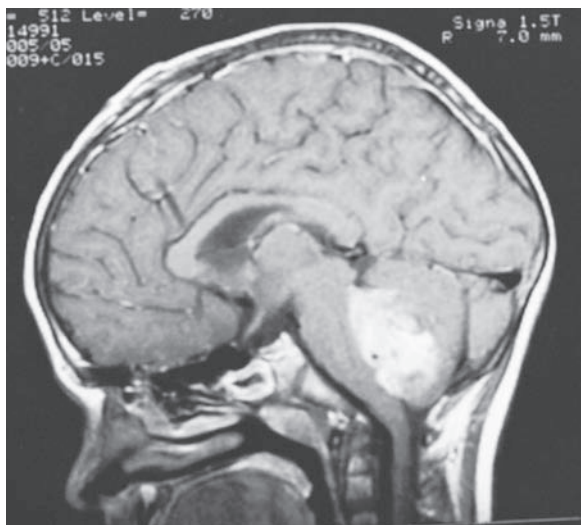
Medulloblastoma. MRI en el plano sagital (arriba) y en el plano axial (abajo) que ilustran afección del vermis cerebeloso y obliteración neoplásica del cuarto ventrículo.
